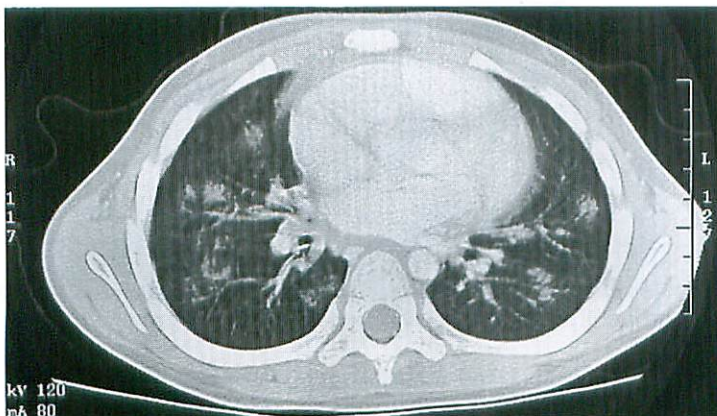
Pneumocystis carinii* pneumonia (5-year-old girl) (conventional CT)
